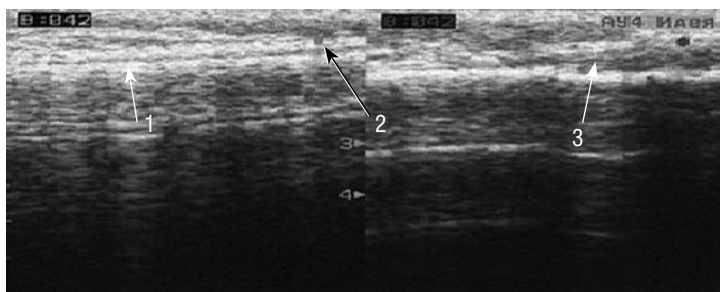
Ультразвуковое исследование (УЗИ) при остром гематогенном остеомиелите: 1 — акустическая толщина кортикального слоя кости в норме; 2 — акустическая толщина надкостницы в норме; 3 — увеличение акустической толщины надкостницы при ОГО
